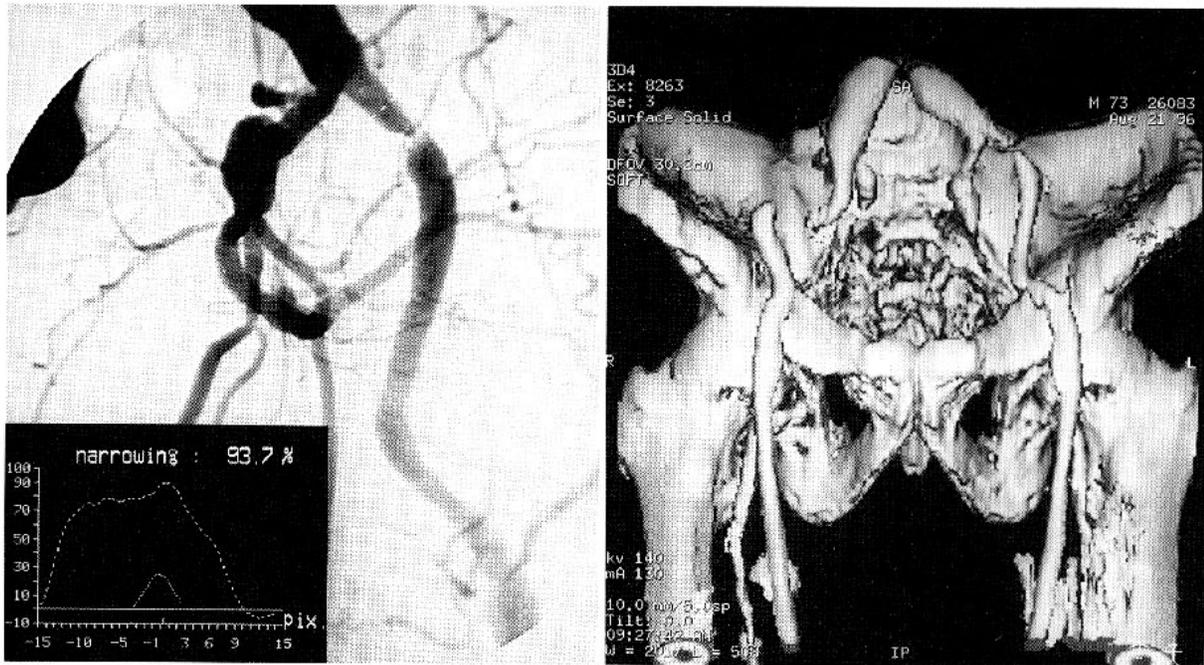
(左)閉塞性動脈硬化症の血管造影像。(右)同患者の3D-CT像。動脈瘤と狭窄病変がきれいに描写されている。高動脈炎病変に比し外側の石灰化の少ないことに注意。(第一外科岩井助教授のご好意による。)
